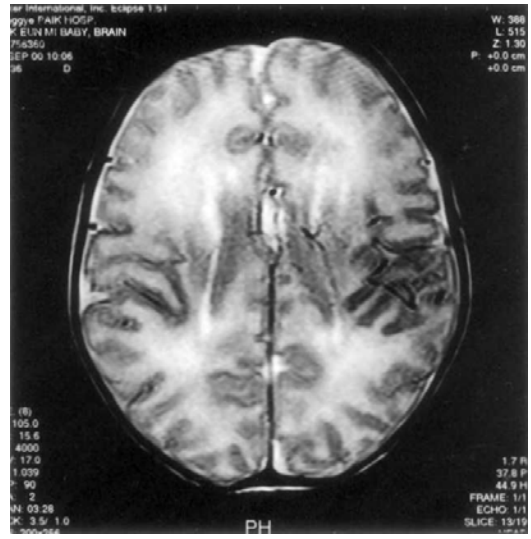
Axial section of brain MRI shows widely separated and non converging lateral ventricles lying parallel to each other.
